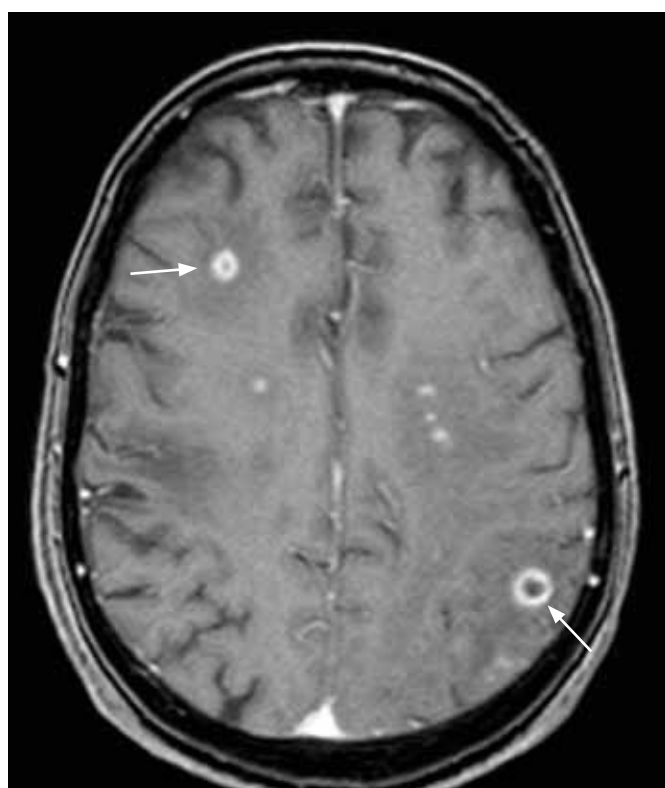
Imagem da primeira RM-CE efectuada durante o internamento, em corte transversal. É possível visualizar a existência de lesões compatíveis com abscessos cerebrais – setas. De realçar o halo de edema que circunda as lesões.
